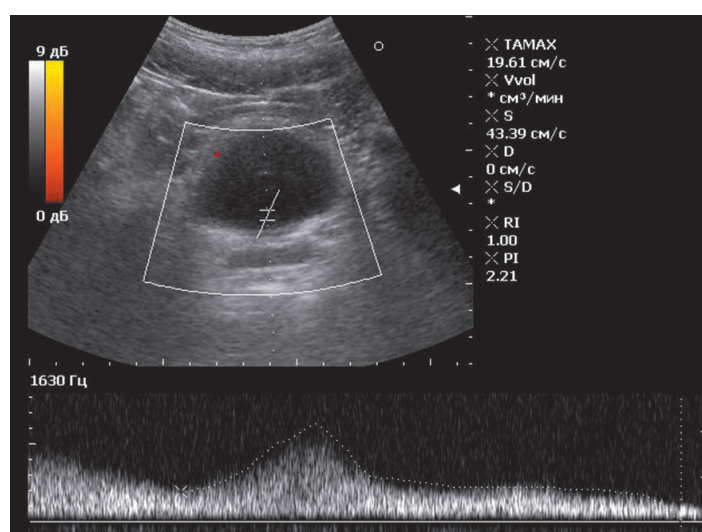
Doppler spectrum of the urine jet. V_{max} – 43.39 cm/s.
